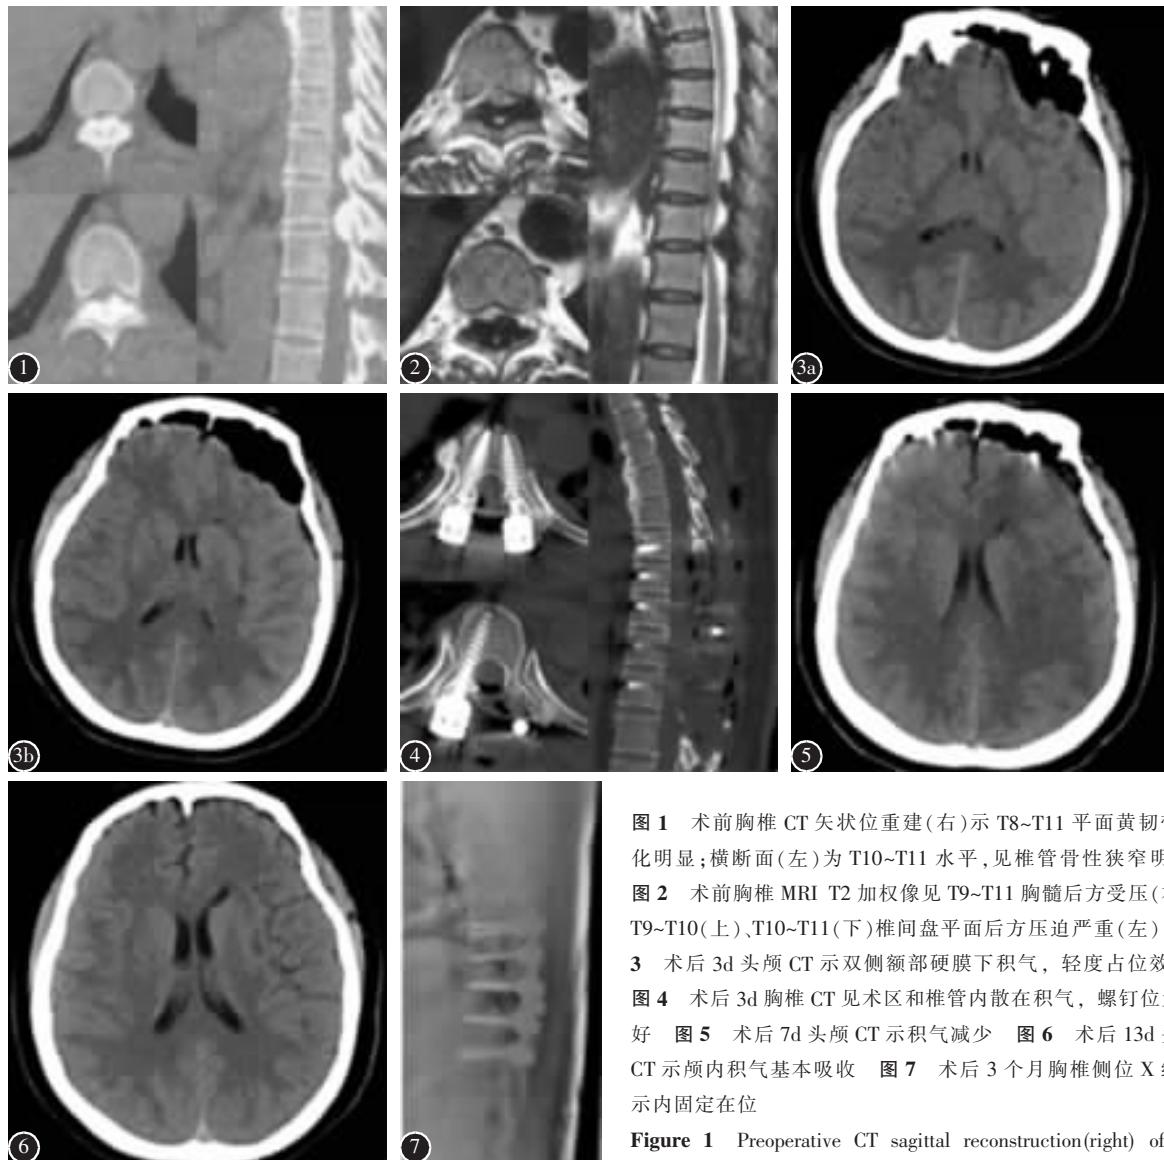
术前胸椎 CT 矢状位重建(右)示 T8~T11 平面黄韧带骨化明显;横断面(左)为 T10~T11 水平,见椎管骨性狭窄明显
